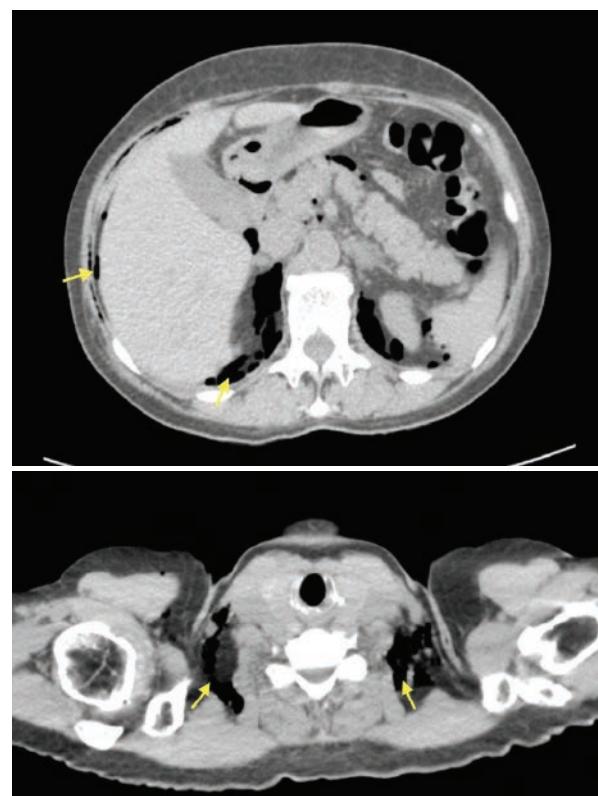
CT of patient M. Emphysema is localized in the subcutaneous tissue of the anterior abdominal wall, spreading to the right armpit, mediastinum, cellular spaces of the neck
